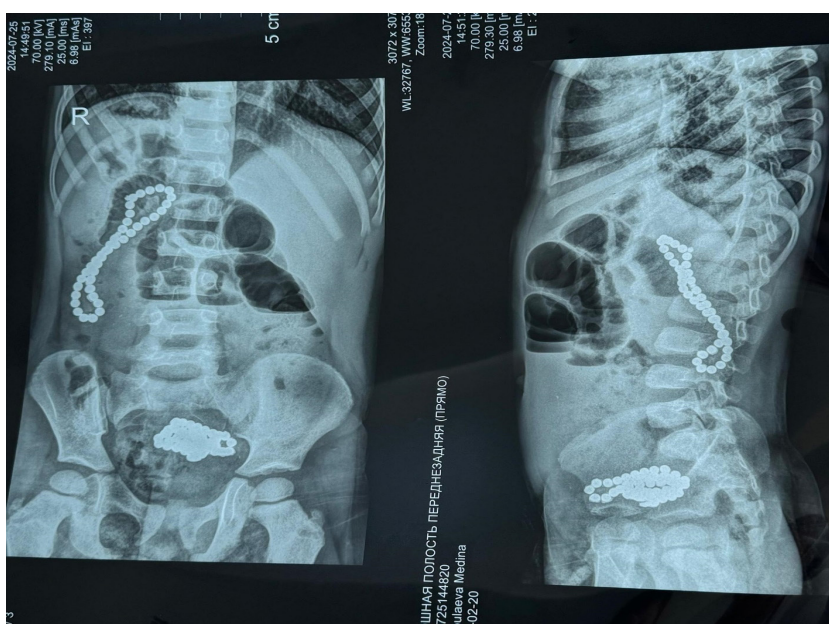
На обзорной рентгенографии брюшной полости визуализируется цепочка из магнитов и инородное тело неправильной формы. На боковой рентгенограмме видно, что это тоже цепочка из магнитов
